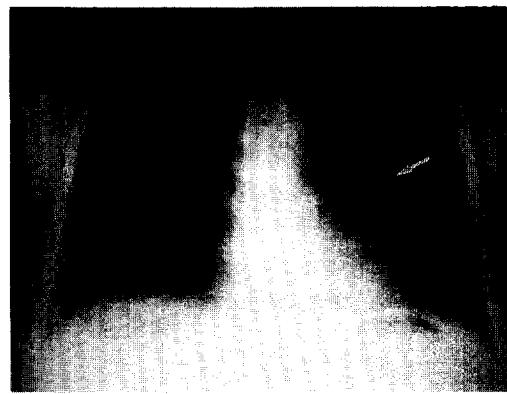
Chest radiograph shows 2 cm-sized size round mass in Lt. hilum (arrow).
